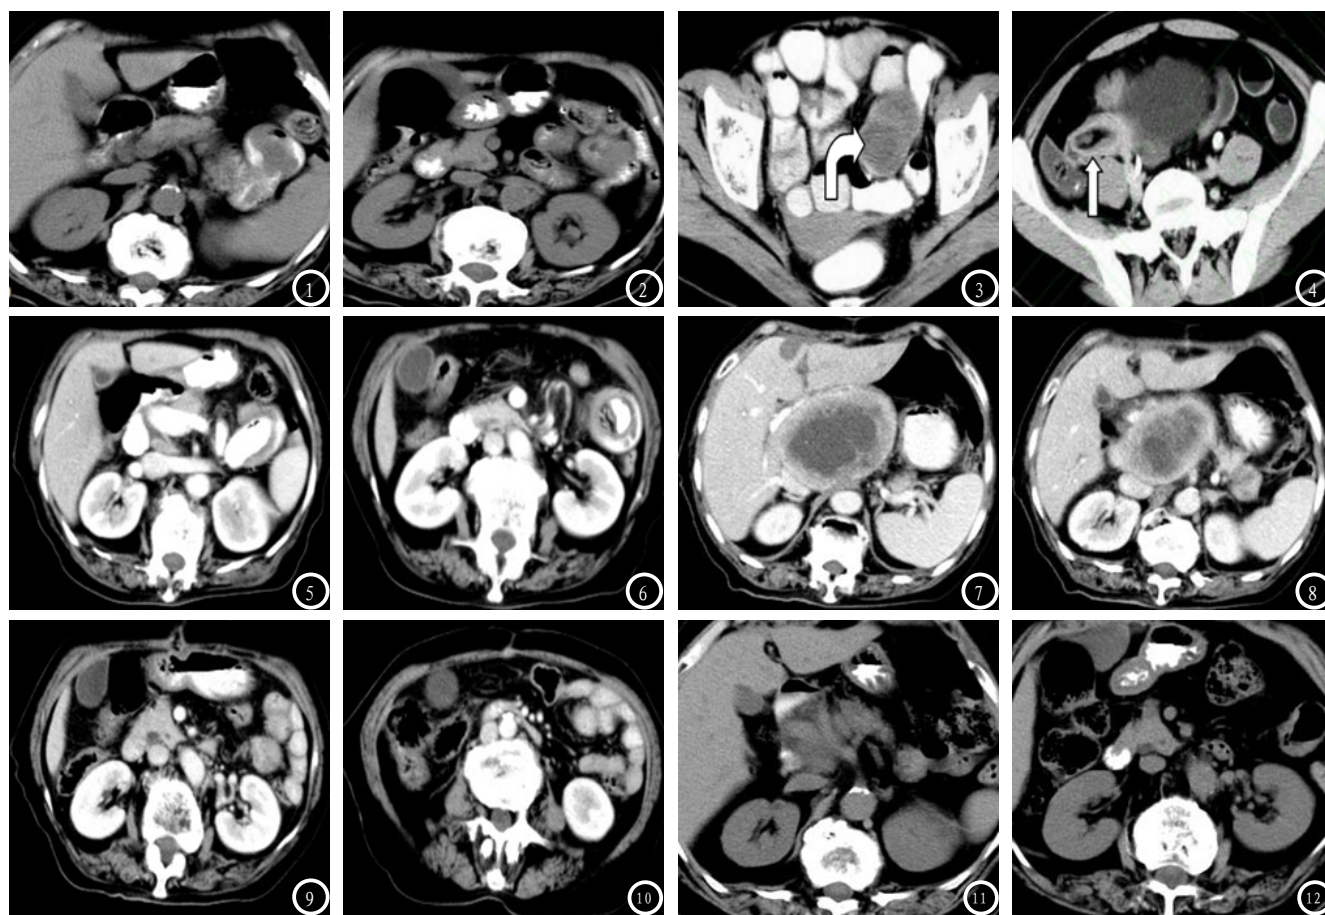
图1-2, 女性患者, 81岁, 因腹部不适入院, 小肠肿瘤肝转移伴肠套叠, 肝脏表面光滑, 各叶比例匀称, 肝实质密度基本正常, 脾脏无肿大, 密度均匀, 胆囊壁光滑, 无局限性增厚, 胆管无扩张。图3, 女性患者, 55岁, 小肠间质瘤, 可见套叠头部有软组织密度影, 图4 男20岁, 小肠错构瘤所致回盲部套叠, 箭头处可见套叠头部异常密度影。图5-6 与图1、图2为同一患者, 术前动脉期CT图像可见肝实质见多处不均质低密度灶, 边界欠清, 增强扫描见不均质强化, 肝内胆管无扩张。胆囊大, 内见略高密度影, 增强后见强化。胰腺、所见肾脏无殊。左侧腹腔内有软组织肿物, 不均质强化。图7-10 同一患者术后CT可见肝实质不均质低密度灶, 边界欠清, 增强扫描见不均质强化, 肝内胆管无扩张。胆囊大, 内见略高密度影, 增强后见强化。双侧肾脏形态、轮廓正常, 密度未见异常, 双侧肾盂未见扩张, 腹腔内未见明显肿大淋巴结及液体密度影, 中腹所见其它结构未见异常。图11-12 检查所见: 腹腔肝门区见低密度肿物影, 中心更低密度, 局部与肝实质、胰头、胃窦及十二指肠肠壁分界不清, 胰头受压, 位置下移, 肝右叶见类圆形低密度灶, 边界较清, 肝左叶内侧段见类圆形低密度灶, 边界欠清。
